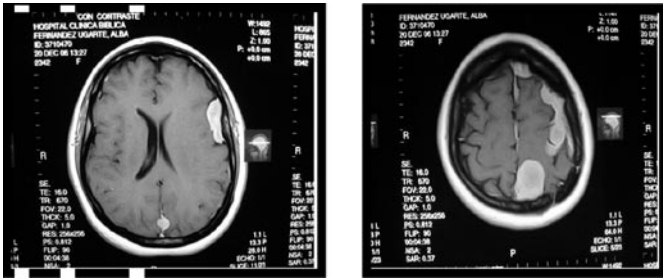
RM (corte axial en T1 con medio de contraste) donde se observan múltiples meningiomas a nivel del hemisferio cerebral izquierdo.
